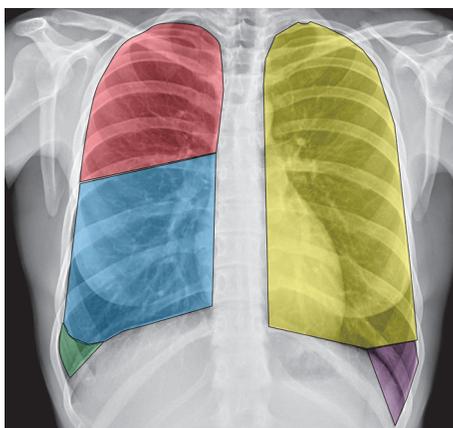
Рентгеноанатомия долей легких в прямой проекции
